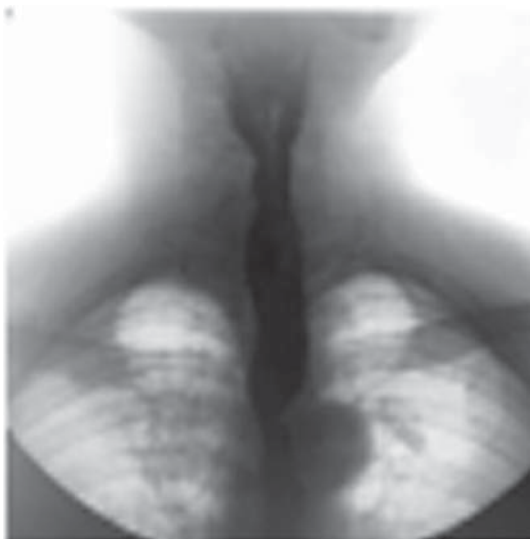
Рентгенограмма контрастного исследования пищевода.
